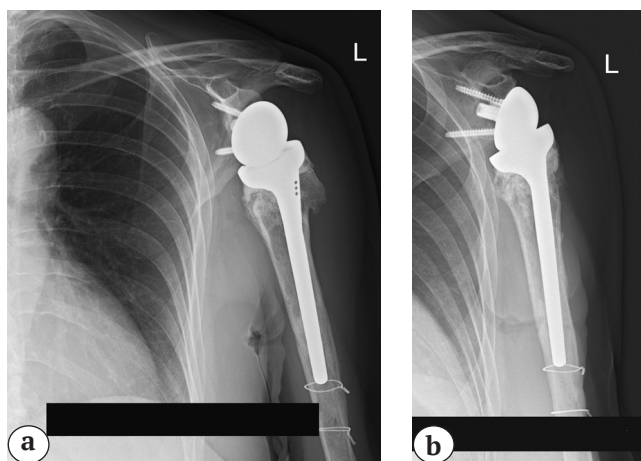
Послеоперационные рентгенограммы плеча в раннем послеоперационном периоде после установки эндопротеза левого плечевого сустава:
